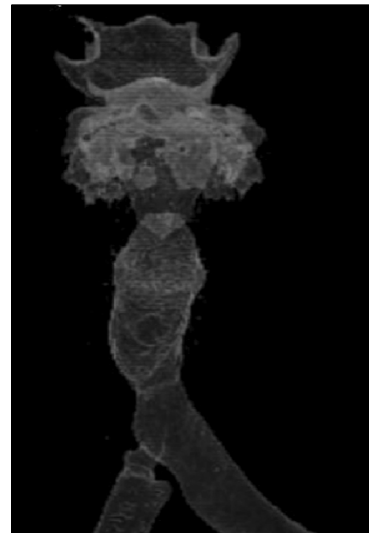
Postoperative CT shows improved tracheal stenotic lesion.
